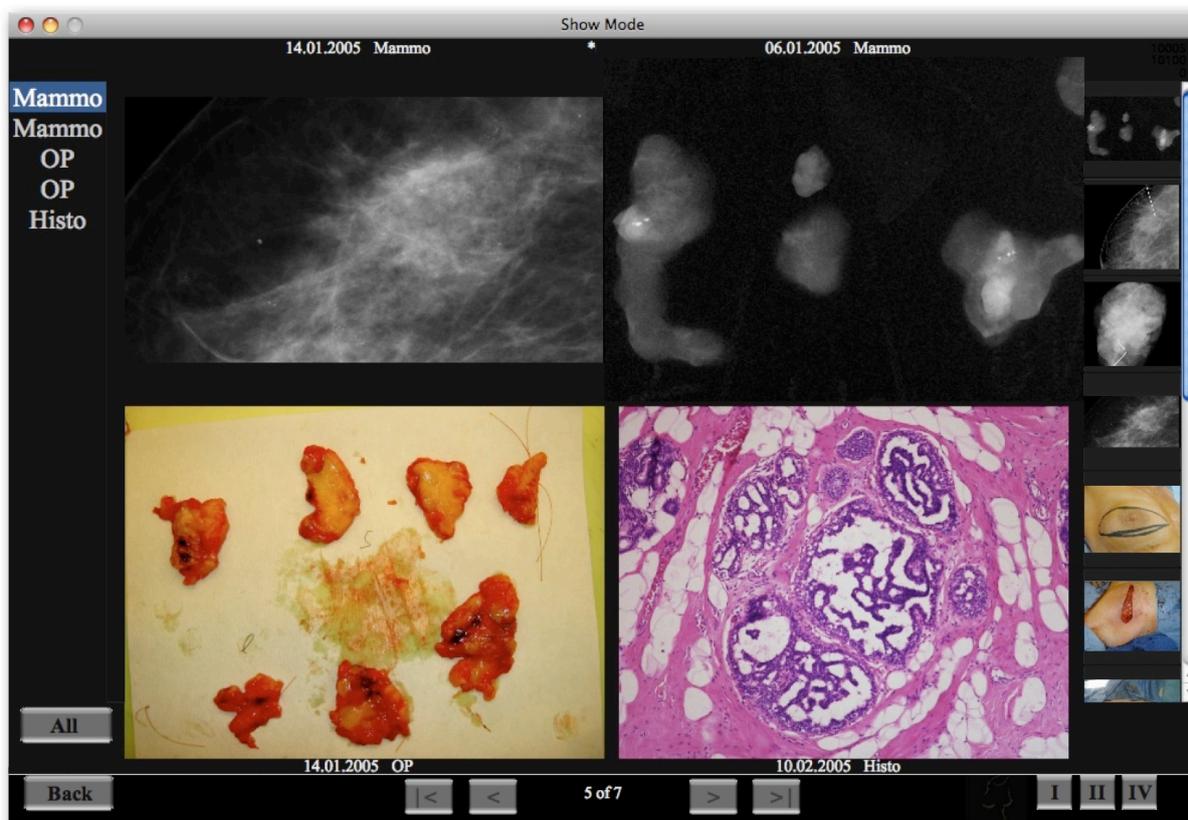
Gemeinsame Darstellung der Modalitäten inkl. operativer Entnahmen und Präparateradiographie
